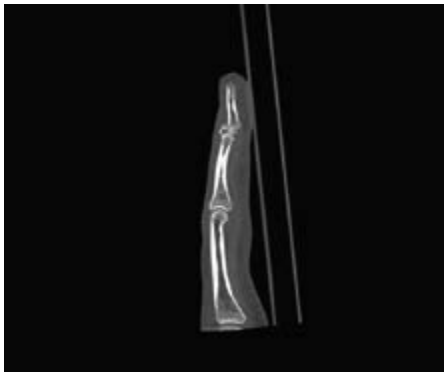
Cone-beam-CT einer intraartikulären Verletzung des Fingerendgliedes, verursacht durch axiales Trauma
